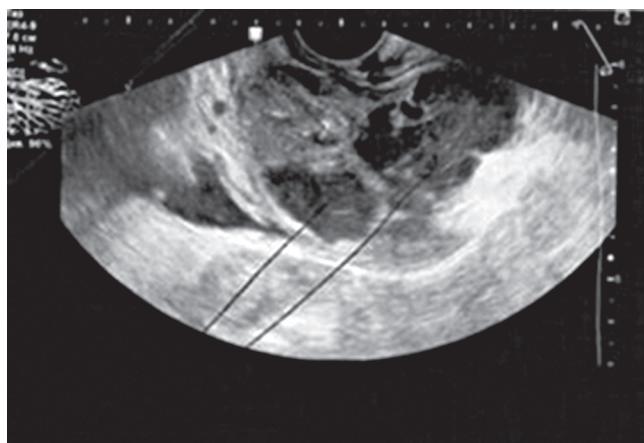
Пациент Т. ТРУЗИ, многокамерные полости показаны стрелками
